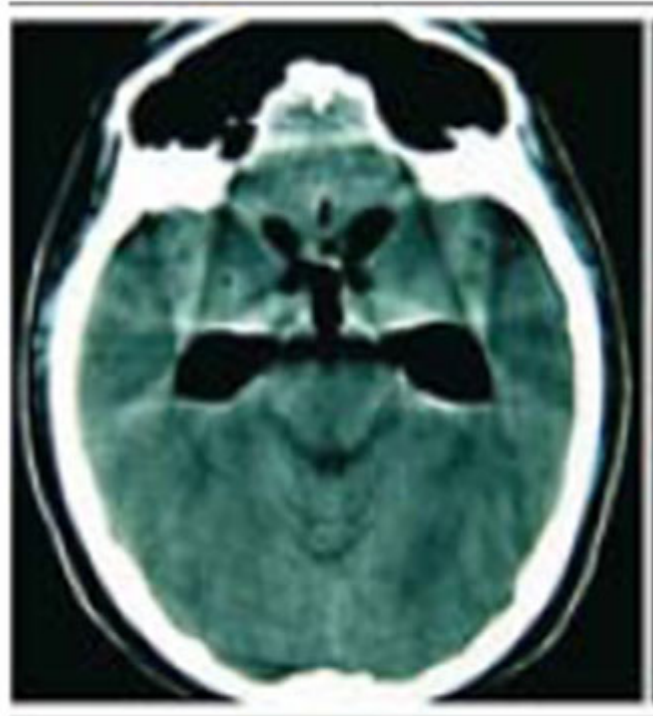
TAC de cráneo que muestra neumocéfalo.
